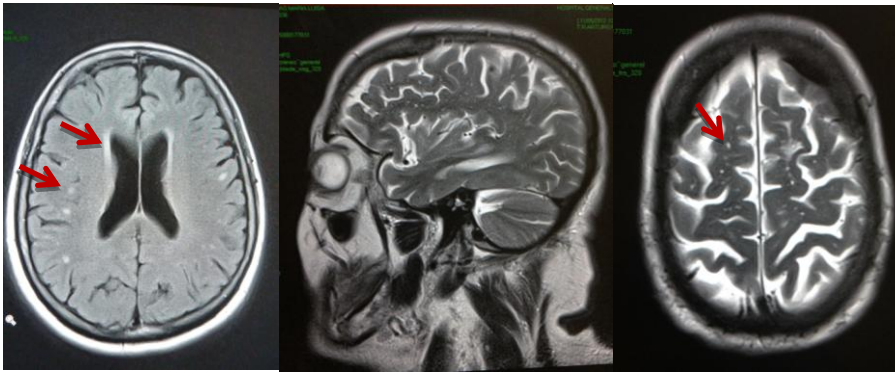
Imágenes de resonancia magnética, donde se muestran hiperintensidades en la sustancia blanca
